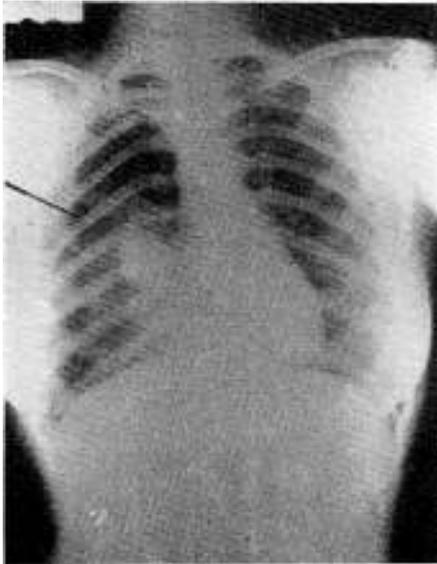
Radiografía con neumotórax.
